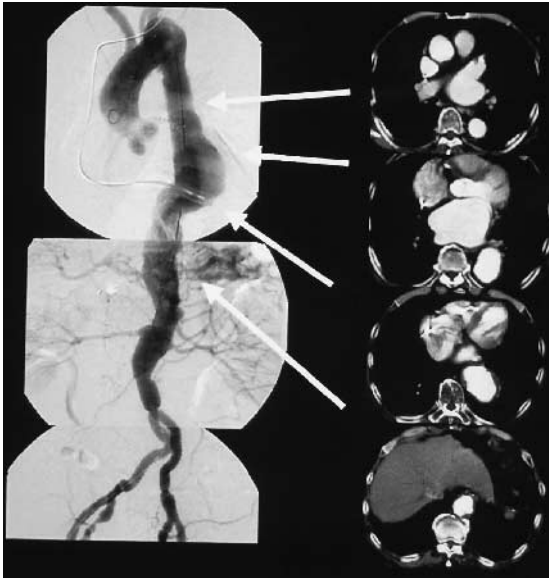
Preoperative digital subtraction angiography (DSA) and contrast-enhanced computed tomography (CECT)
